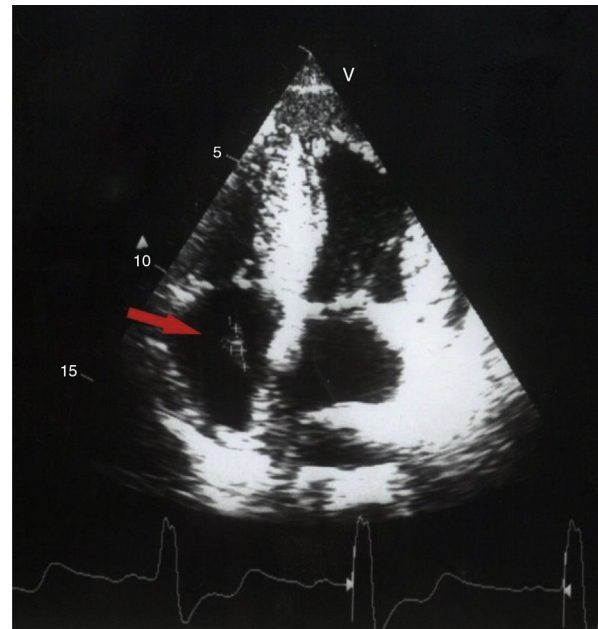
Imagen sospechosa de vegetación en ecocardiograma.
